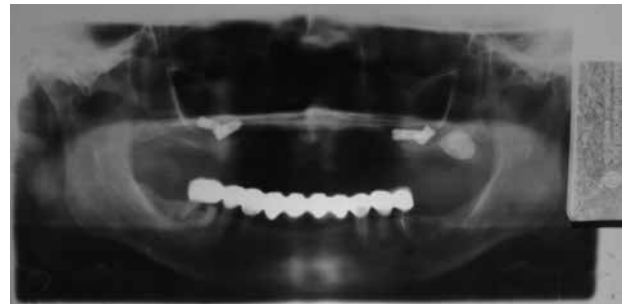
Radiografía panorámica, se observan los implantes desplazados a los senos maxilares.
